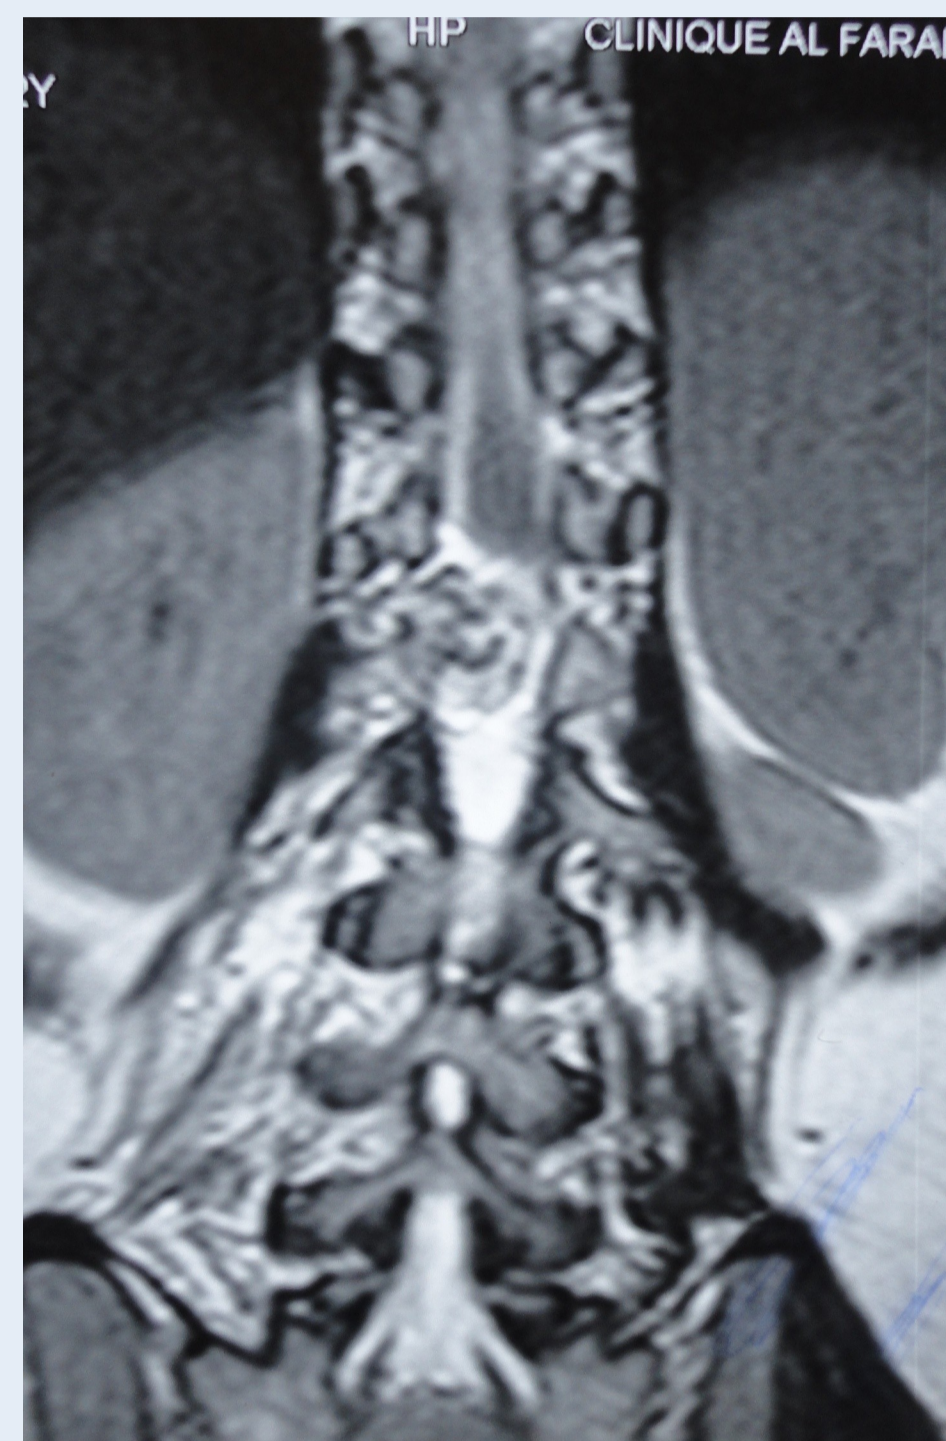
A: IRM: coupe frontale du rachis dorsolombaire montrant la compression du cône terminal.
